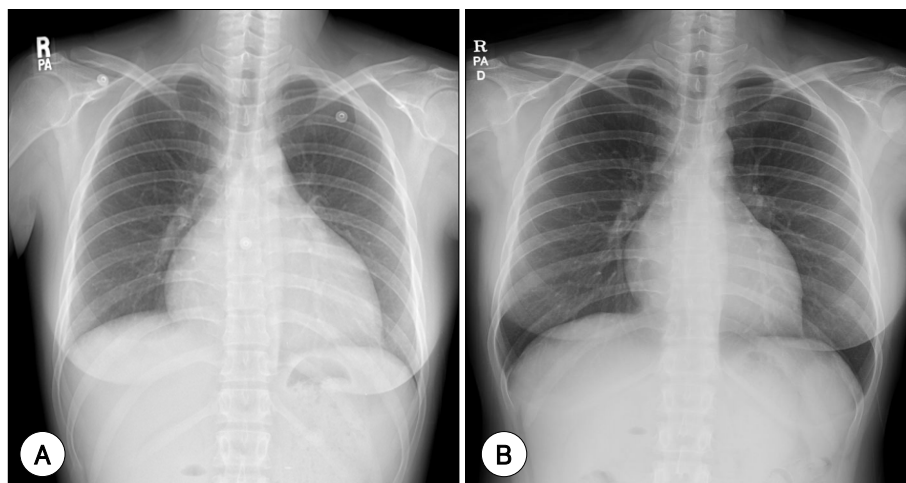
Chest radiography showed mild cardiomegaly at admission (A). At 4 months after admission (B), the heart size decreased with conventional treatment for congestive heart failure.
